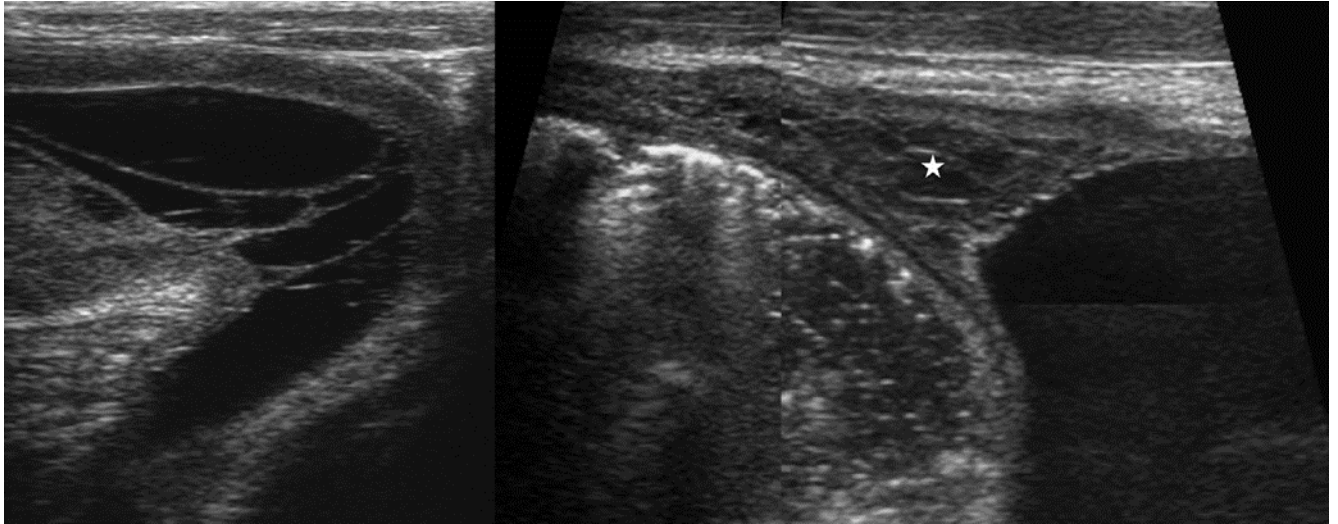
une échographie montrant une ascite avec des adhérences entéro-pariétales(étoile)
